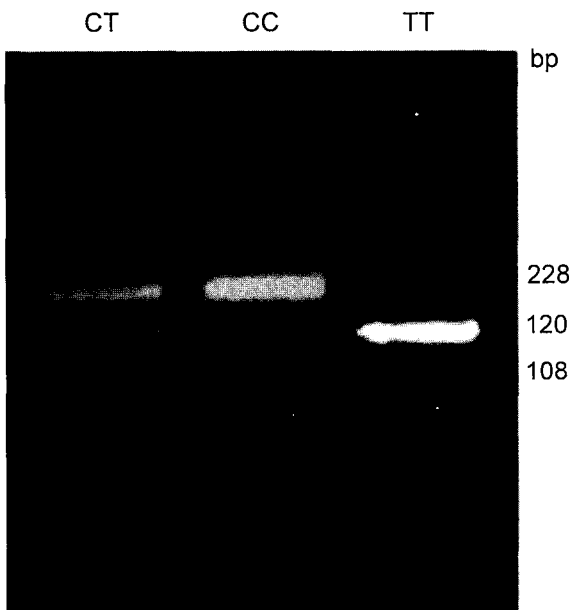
Electrophoretic patterns of *AluI* RFLP in the CTR gene. When CC genotype is present, the PCR product is not digested by restriction enzyme, *AluI*, resulting in 228 bp fragment. When TT genotype is present, the PCR product is digested by *AluI* into 120 and 108 bp fragments. In the case of CT heterozygote, half of PCR product is digested, and other half is not digested, resulting in a mixture of 228, 120 and 108 bp fragments.
